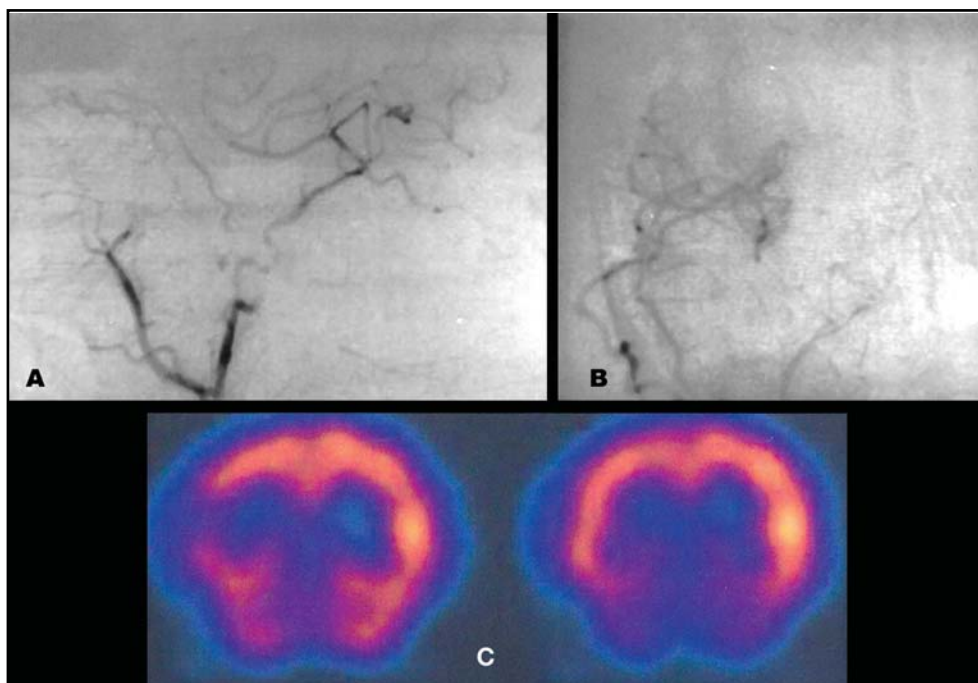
Perfusão encefálica após o bypass visto na angiografia digital em perfil (2a) e antero-posterior (2b), e melhora da circulação hemisférica no exame de SPECT (2c).
